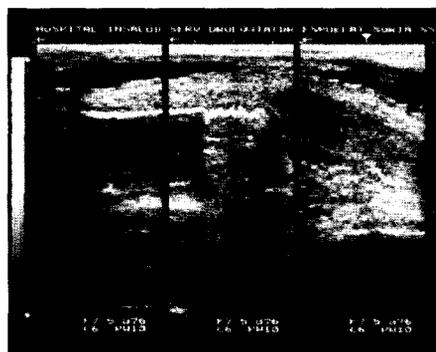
En esta uretrosonografía retrógrada, estenosis amplia e intensa, con uretra arrosariada.
